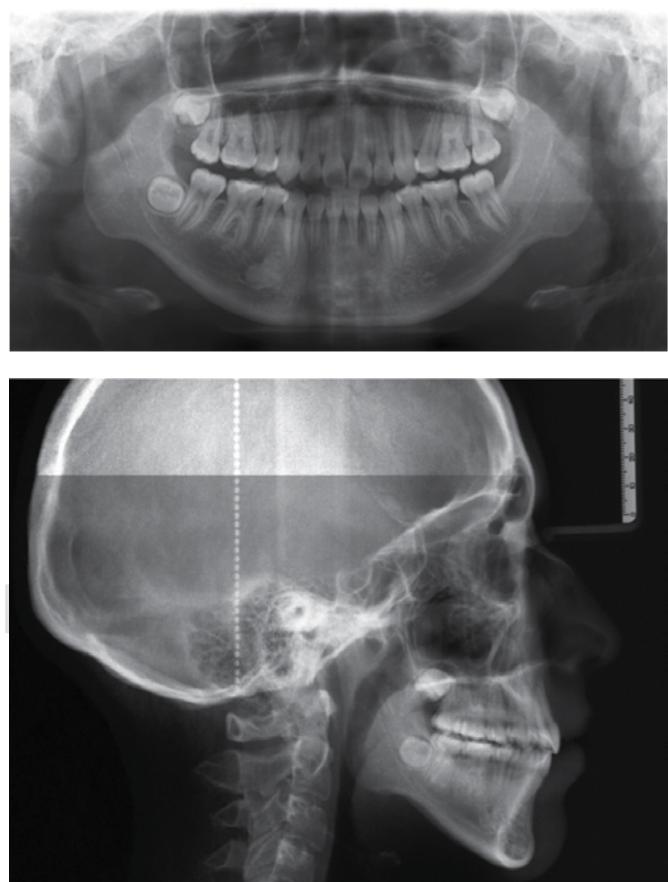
Se muestran las radiografías finales.
